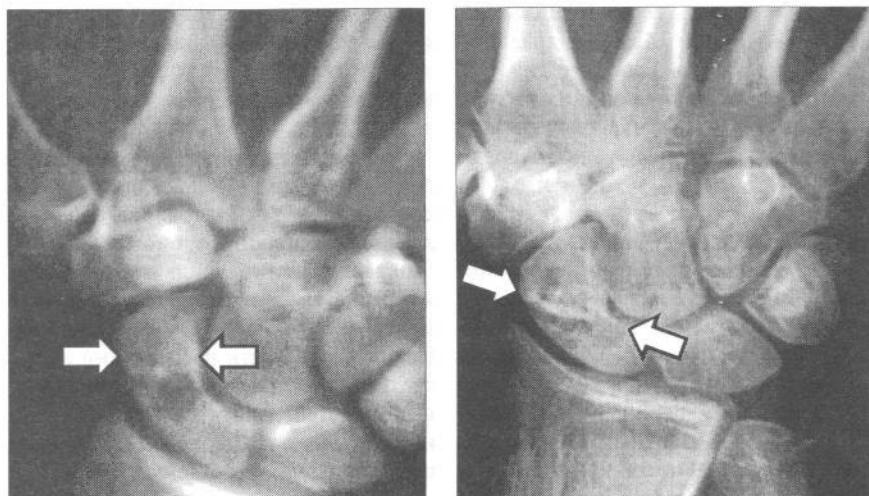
Рентгенограмма ладьевидной кости правой кисти через 2 месяца после операции: консолидация перелома (стрелками указаны внедренный кровоснабжаемый кортикальный фрагмент трансплантата).
